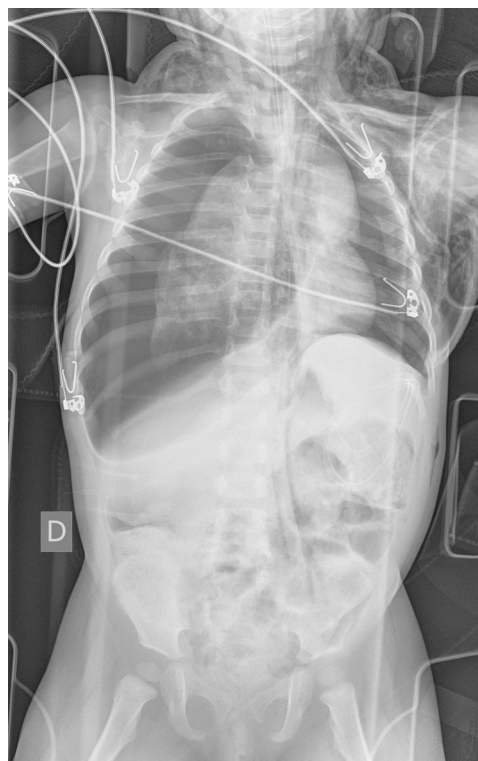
Imagen mediante radiografía portátil de tórax y abdomen en la que se aprecia neumotórax derecho a tensión, neumotórax izquierdo, enfisema subcutáneo cervical y en pared lateral del tórax y neumorretroperitoneo.
